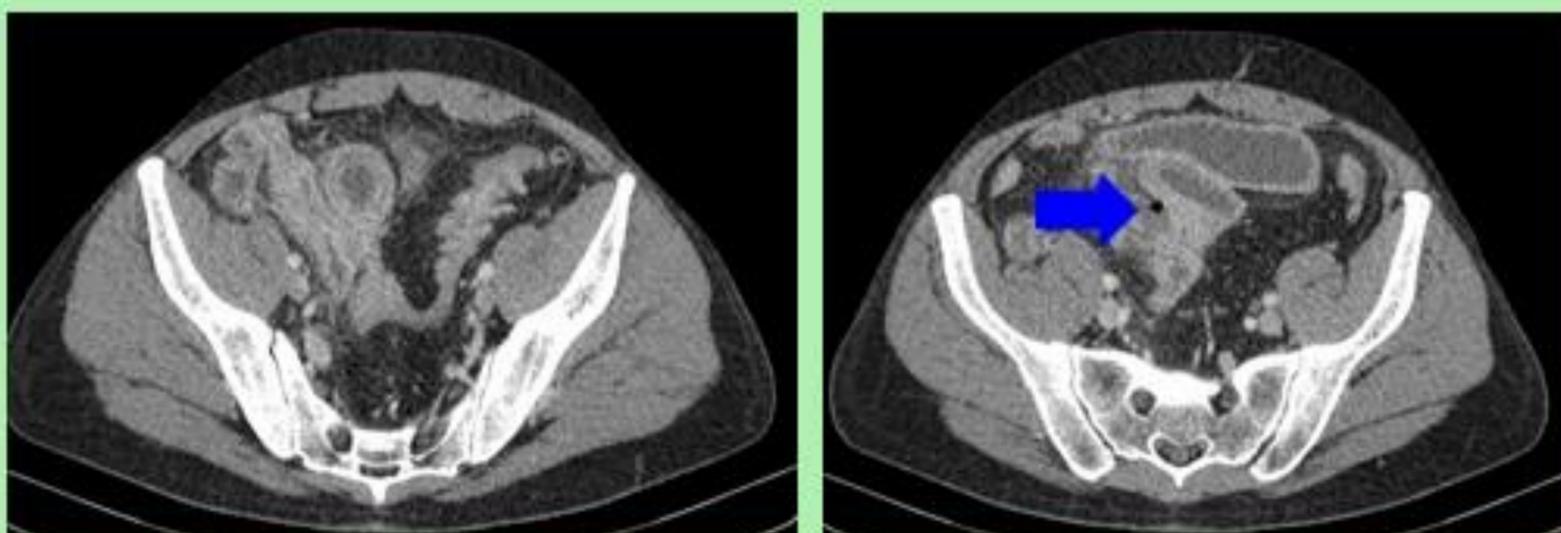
TC del mismo paciente con engrosamiento difuso y circunferencial del íleon distal, con una burbuja de aire adyacente a la perforación (flecha azul).
